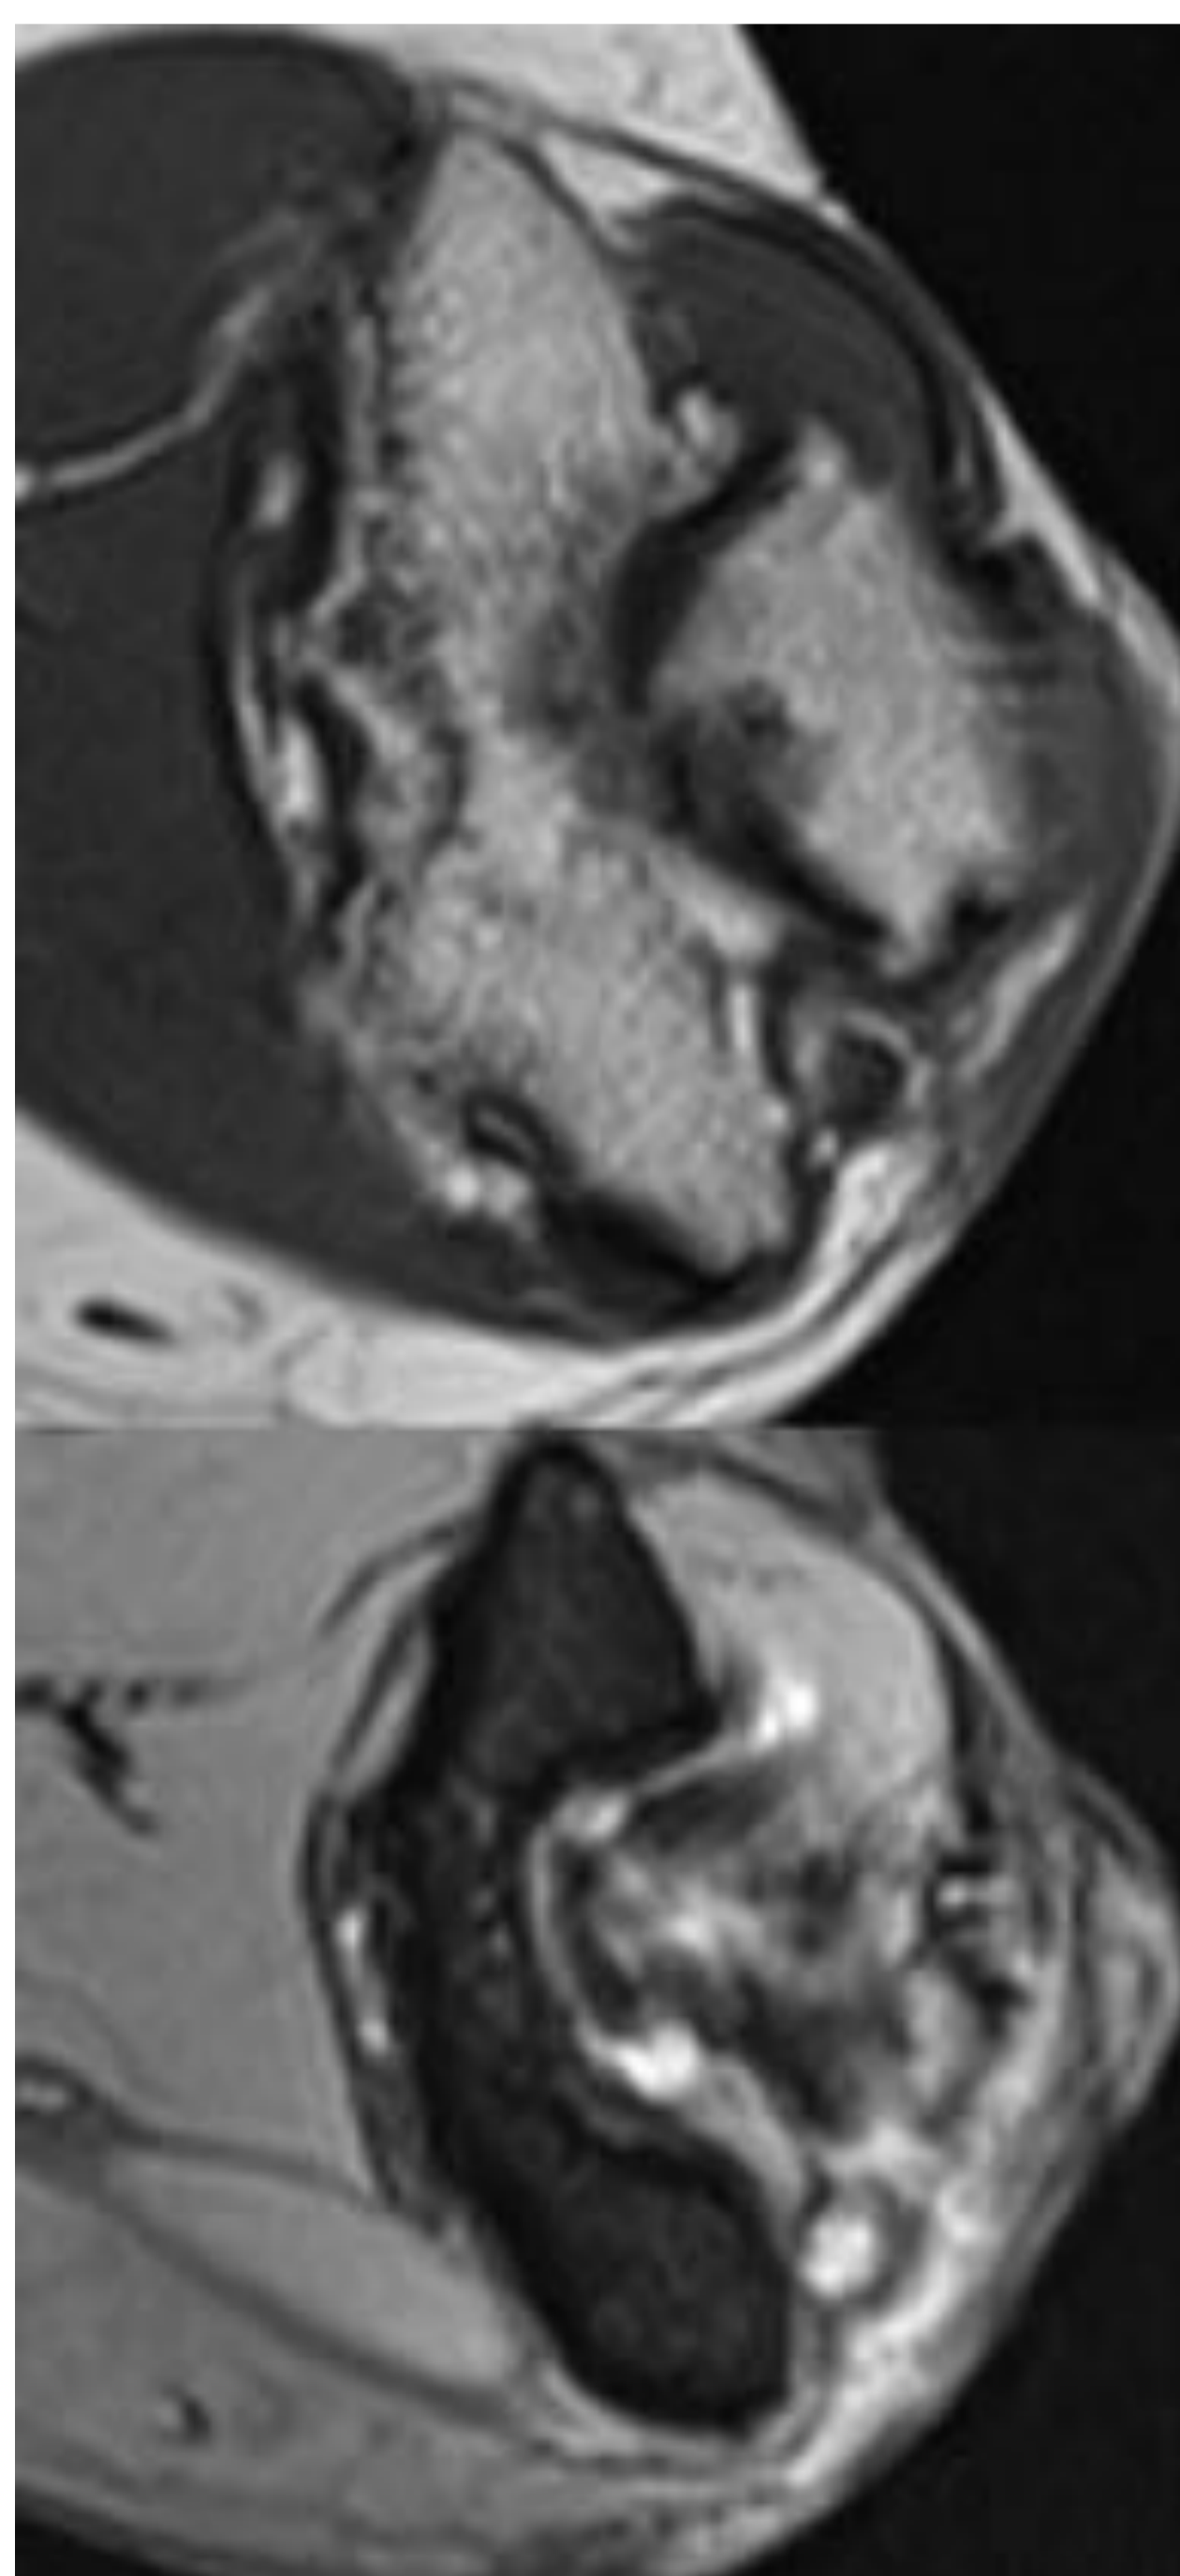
RM de codo, cortes axiales en T1 (arriba) y GE (abajo). Se observa engrosamiento y alteración de señal del Nervio Cubital, en relación con neuritis. Asocia edema periférico.
